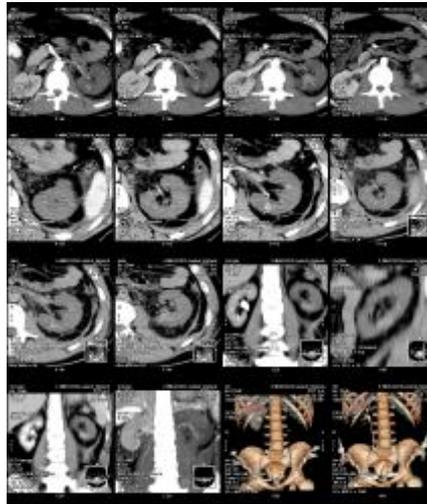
МСКТ ангиографическое исследование брюшной полости
